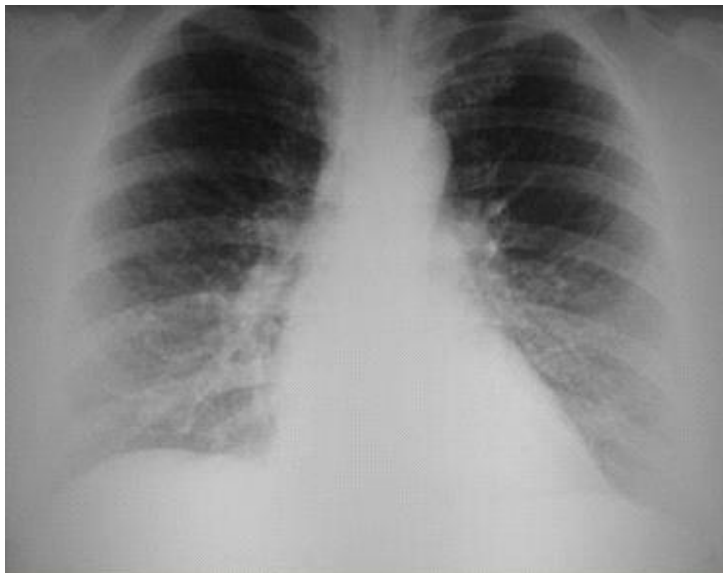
Микоплазменная пневмония (по типу бронхиолита). Наблюдается усиление легочного рисунка. На рентгеновском снимке визуализируются долевые очаги инфильтрации, корневой рисунок также усиленный.
